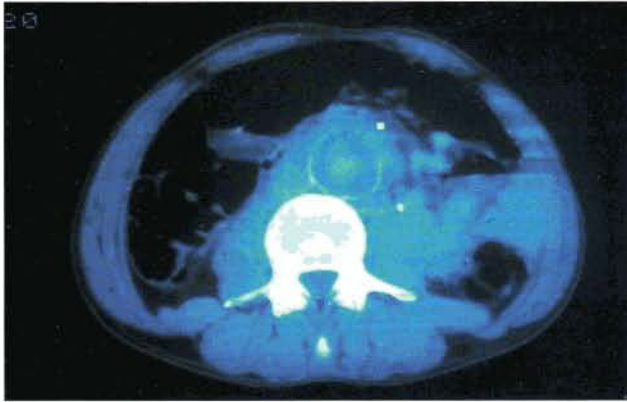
Tomografía que muestra la comunicación (cuadro blanco) entre la aorta y el duodeno.
